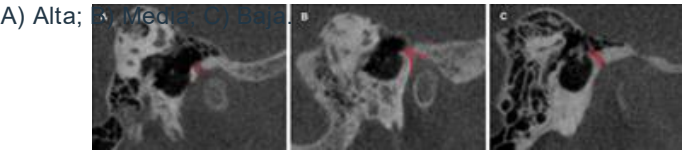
CBCT de los tres tipos de FPT en una vista sagital: A) Tipo 1: Abierta; B) Tipo 2: Semi-abierta; C) Tipo 3: Cerrada.
